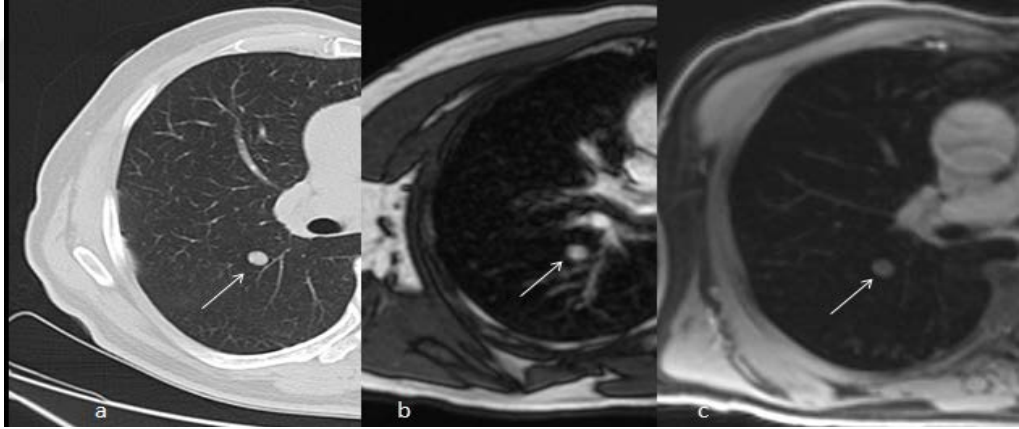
64 yaşında kolon kanseri olan erkek hastada sağ akciğer orta lob medial segmentte 6 mm pulmoner nodül (daire). Aynı düzlemden geçen BT (a), T2A True-FISP (b) ve kontrast sonrası T1A 3D VIBE (c) sekansları. Her üç görüntüden de nodül kolaylıkla ayırt edilebiliyor.
